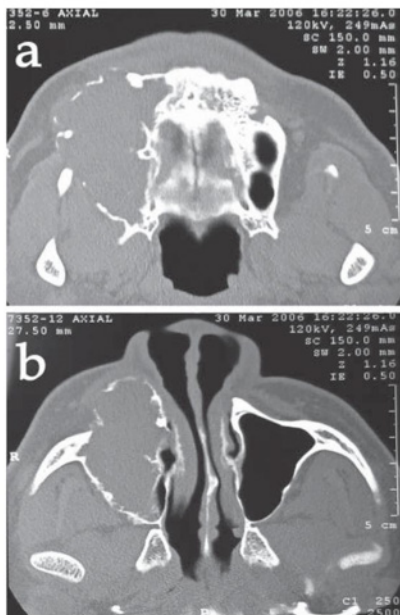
TC axial. Masa grande que involucra el seno maxilar, con destrucción de los márgenes óseos del seno maxilar (a). Poca expansión a la cavidad nasal (b)
